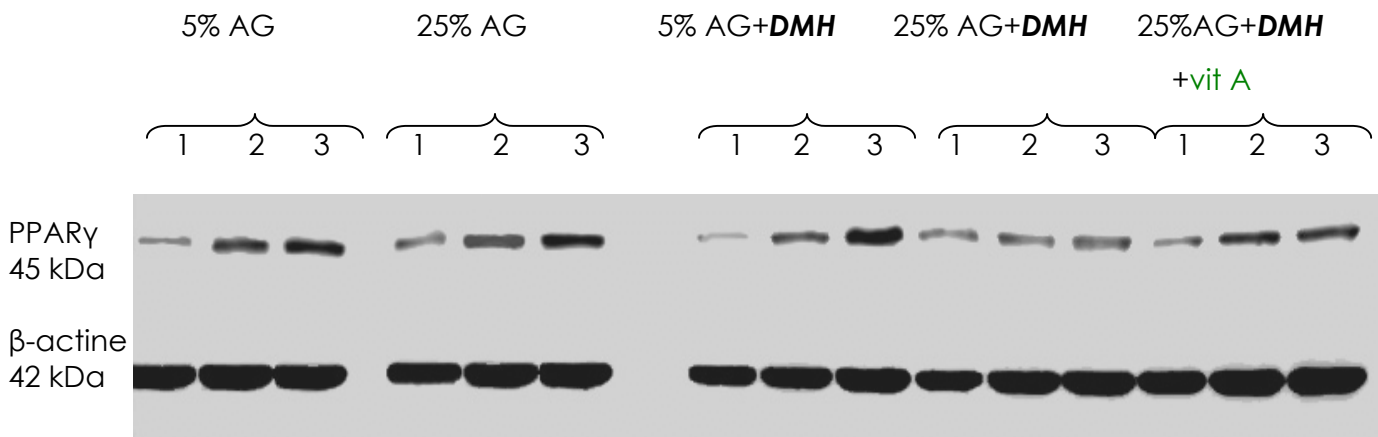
Autoradiographie des protéines PPAR $\gamma$  et  $\beta$ -actine
